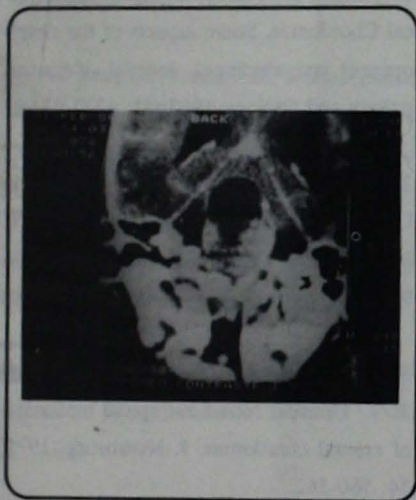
Tomografía computada antes de la 1ra. cirugía, corte coronal contrastado que muestra cordoma que destruye parcialmente el clivus y tiene un componente hiperdenso basal con algunas calcificaciones y una parte quística por encima de la anterior, que no rebasa al tentorio.
